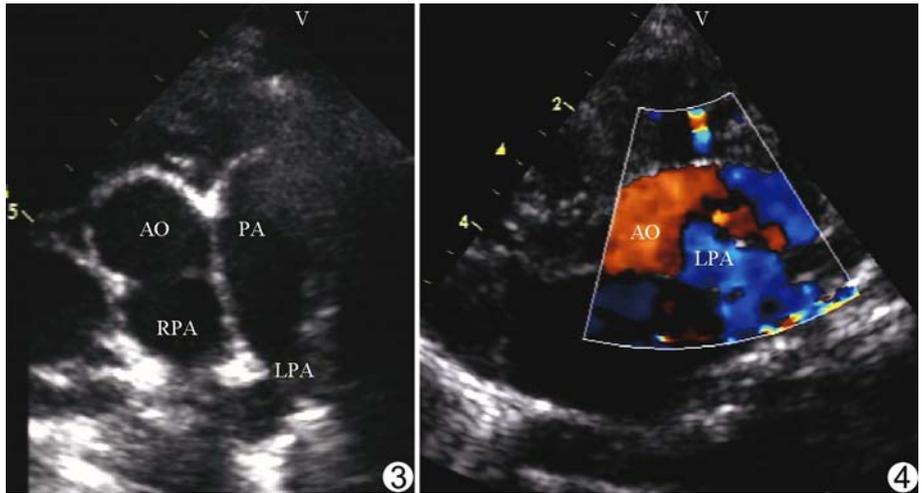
超声心动图示肺动脉主干直接与左肺动脉相连 图 4 CDFI 示左肺动脉起源于升主动脉彩色血流图 (AO:主动脉;PA:肺动脉;RPA:右肺动脉;LPA:左肺动脉)
